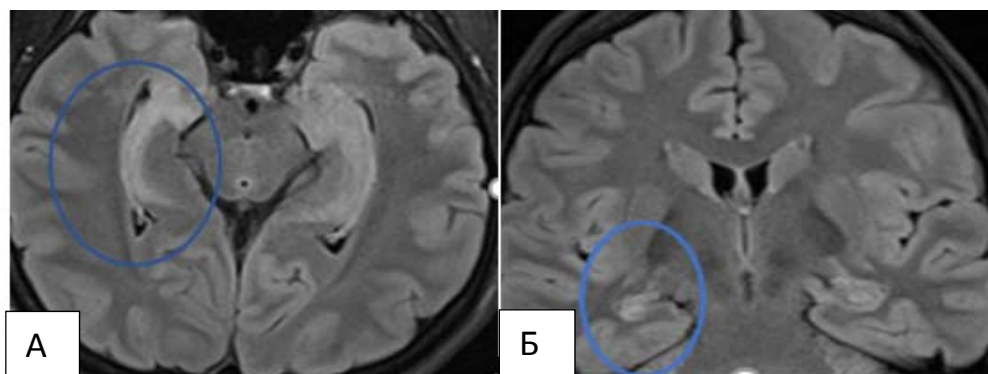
Склероз гиппокампа справа. МРТ 3Т, T2 FLAIR. А – аксиальная проекция, Б – коронарная проекция. Гиперинтенсивный МР-сигнал и уменьшение в объеме правого гиппокампа.
